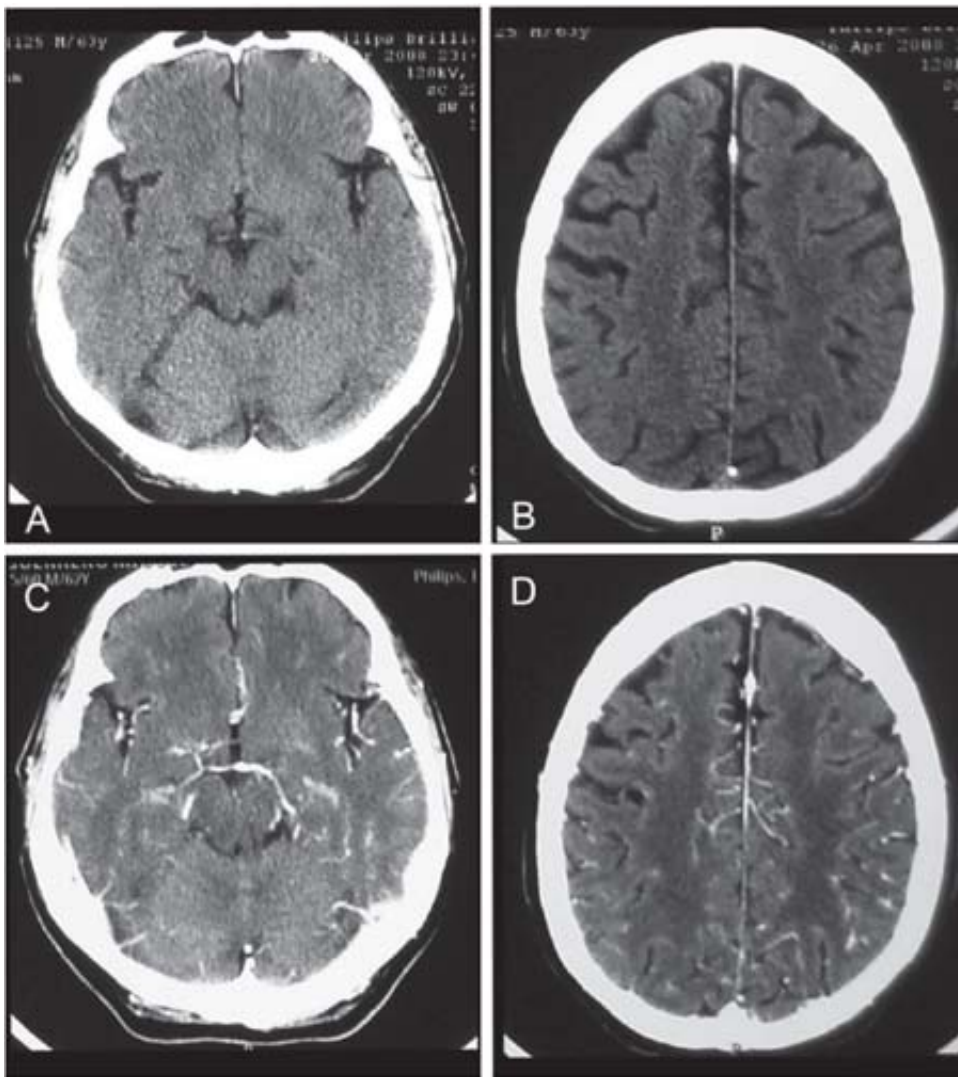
Tomografía axial con cortes que abarcan lóbulo frontal, temporal, mesencéfalo y parte del tentorio, y a nivel de centros semioval que en fase simple (A,B) y contrastada (C,D) no muestran evidencia de lesión intraaxial.
